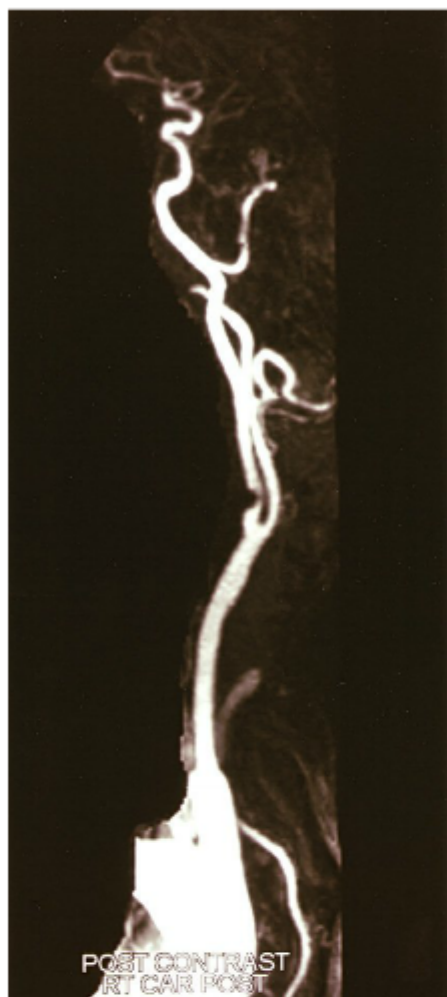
Uma imagem representativa da artéria carótida, com uma estenose na origem da artéria carótida interna, em uma angiografia por RM com injeção intravenosa de gadolínio.
